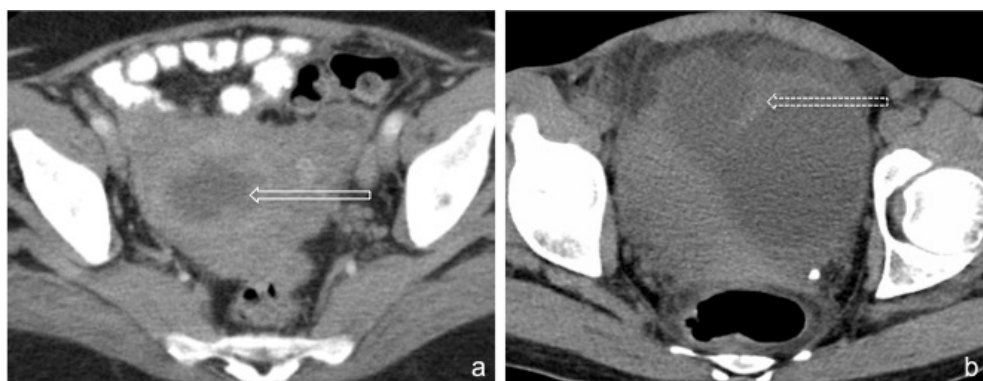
(a) Mulher com tuberculose ginecológica. A imagem de TC no plano axial, após administração endovenosa de contraste e opacificação do tubo digestivo, demonstra realce anômalo do endométrio e presença de líquido na cavidade endometrial (seta). (b) Mulher com salpingite. A imagem de TC no plano axial demonstra dilatação e espessamento parietal tubar à esquerda, revelando septo incompleto (seta tracejada) (Cortesia da Dr.^a Cláudia Tentúgal).
